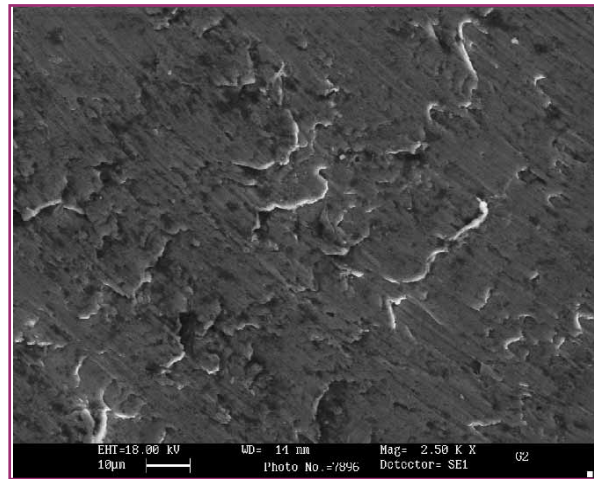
G2CT. Diodo, 2W-CW 15 sec. a contatto con water-spray, SEM 2500x. Non si evidenziano alterazioni strutturali.
